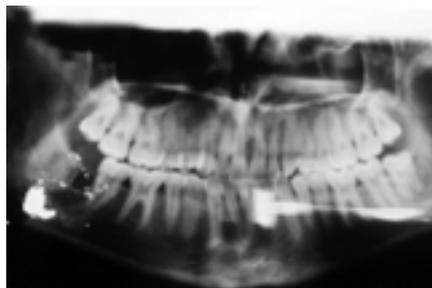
Aspecto da avuls? do terceiro molar inferior incluso em radiografia panor?ica.
